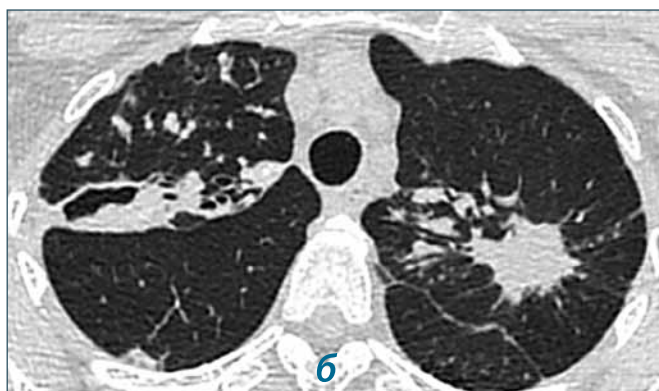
Данные компьютерной томографии органов грудной клетки у пациентки Т., 36 лет (легочное окно, аксиальные сканы): а – до начала лечения с включением Dlm, б – перед завершением курса лечения
